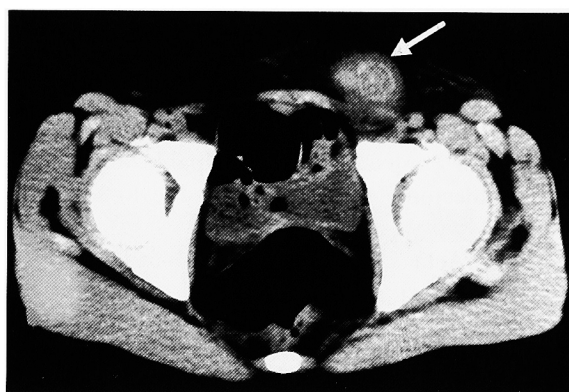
CT scan shows mass in left inguinal region (arrow) (case 2).
